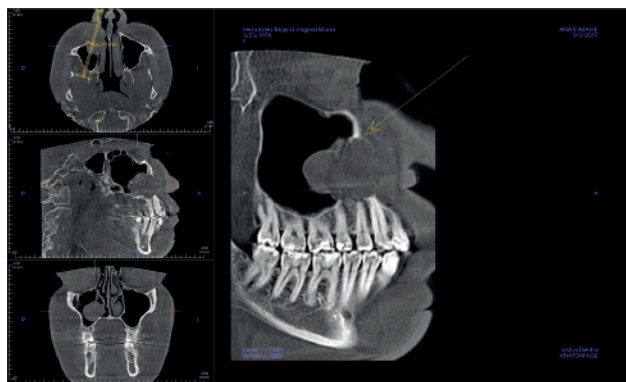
Imagen del TAC en zona de primer cuadrante donde se aprecia la presencia de la lesión.
